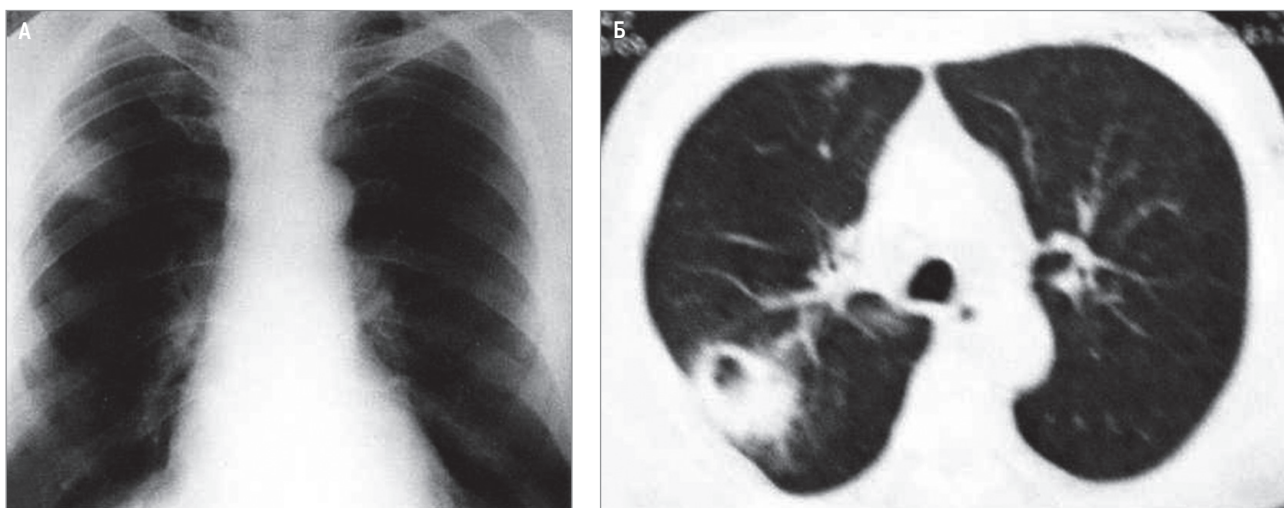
Острый абсцесс правого легкого: А – рентгенограмма; Б – компьютерная томограмма
